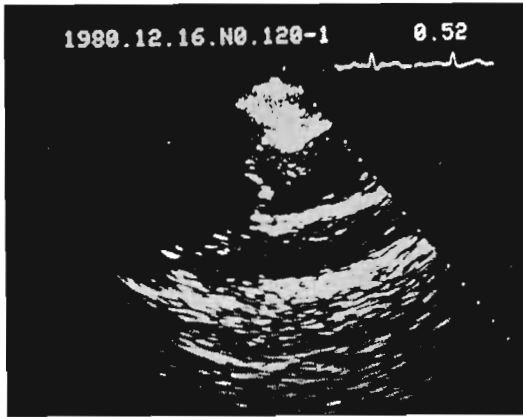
Long axis cross-sectional echocardiogram of prolapse of the right coronary cusp (G. O., 72 yrs, male).
